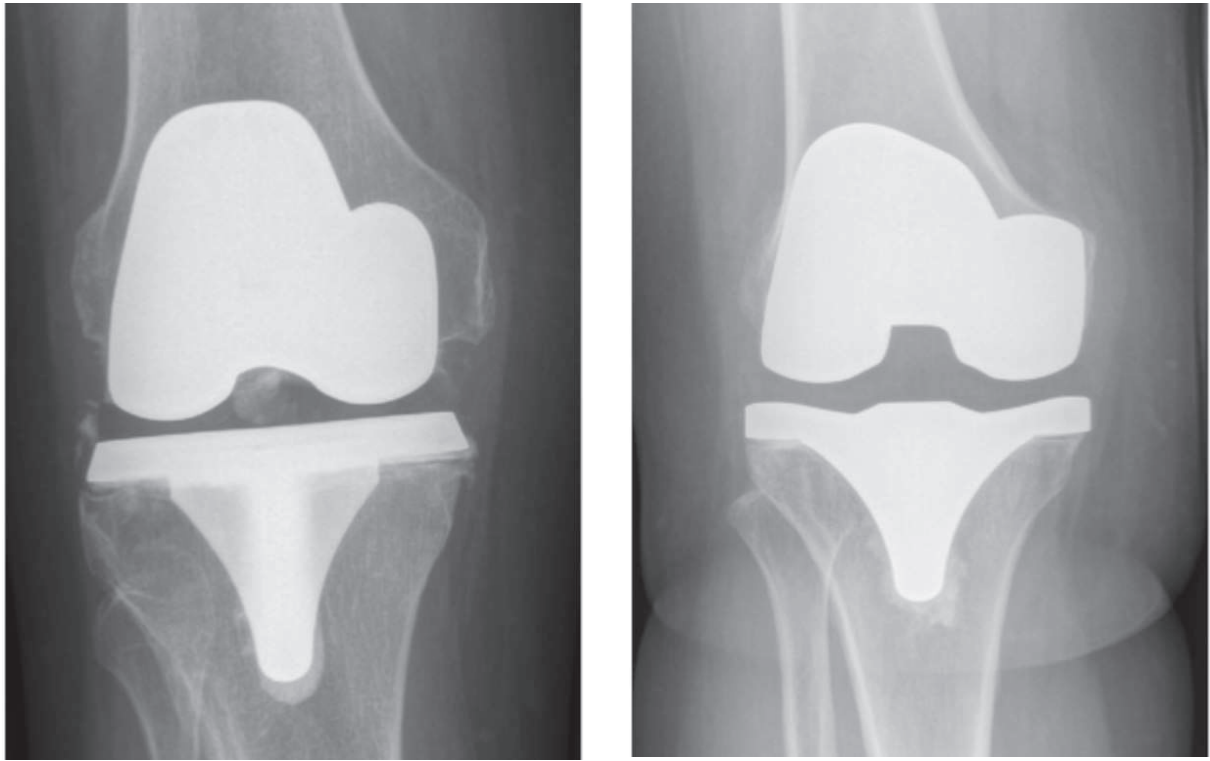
Radiografías en carga de rodilla con artroplastia dolorosa secundaria a un aflojamiento mecánico precoz de la prótesis. Se aprecian líneas radiolúcidas en ambos platillos tibiales.
